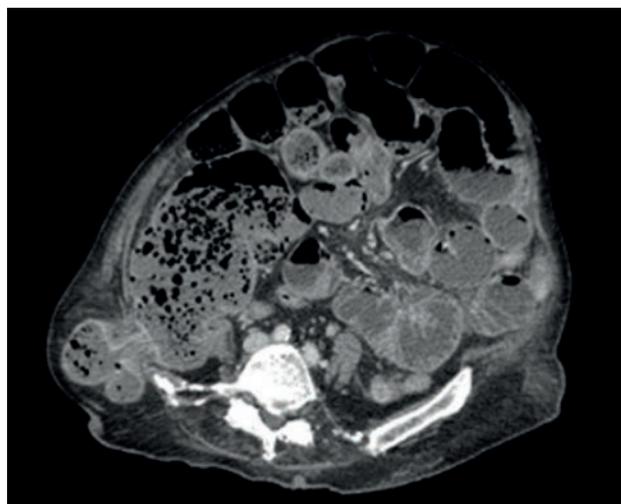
Corte axial de TAC en el que se objetiva una hernia de Petit derecha complicada.
